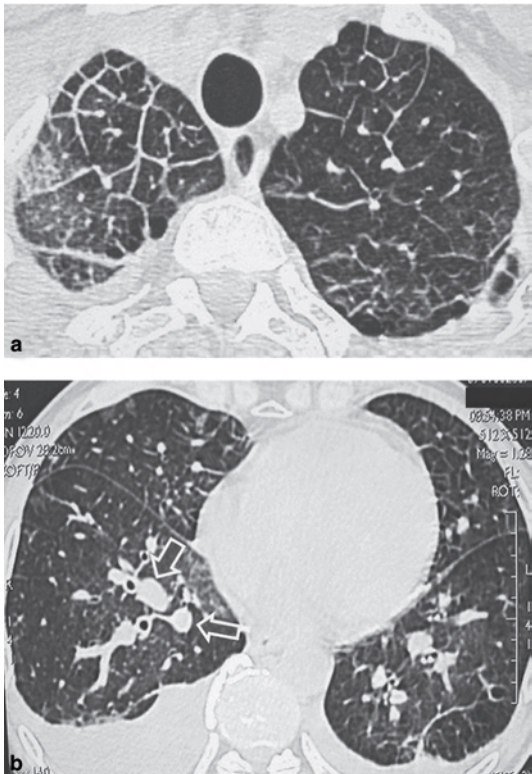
Épaississement des septa interlobulaires par œdème cardiogénique. Coupes TDM axiales transverses (a et b) et reconstruction sagittale (c). Les septa épaissis sont lisses et réguliers. Les signes associés sont des plages en verre dépoli, des condensations alvéolaires de la pyramide basale, un élargissement des veines pulmonaires (flèches creuses) et un épanchement pleural bilatéral.
